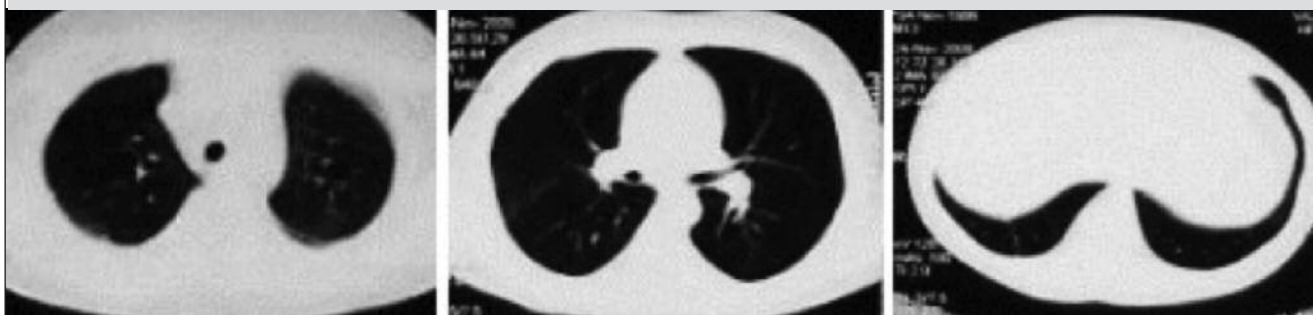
КТ органов грудной клетки ребенка С. от 09.02.2009 г. (12мес противотуберкулезной терапии)
